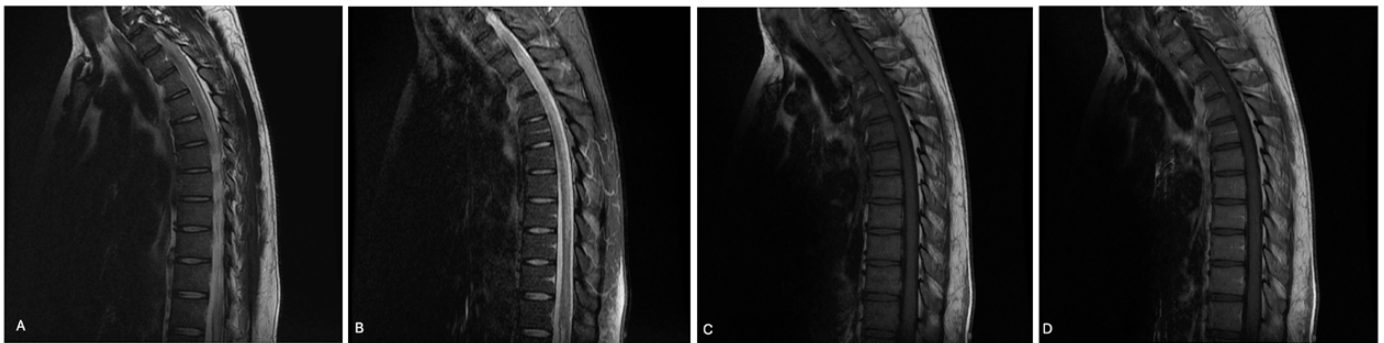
RM de columna torácica en proyecciones sagitales. Imagen hiperintensa en cordón medular desde C6 hasta T11 en secuencias T2 (A) y STIR (B); Imagen hipointensa en la misma localización en secuencias T1 (C) y T1 con contraste sin evidencia de realce (D).
